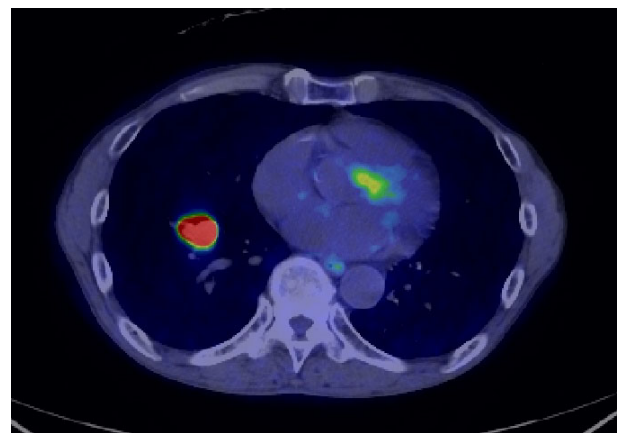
The nodule exhibited hyperaccumulation of FDG with an SUV_{max} of 30.6 on PET. FDG, fluorodeoxyglucose; SUV_{max}, maximum standardized uptake value; PET, positron emission tomography.
